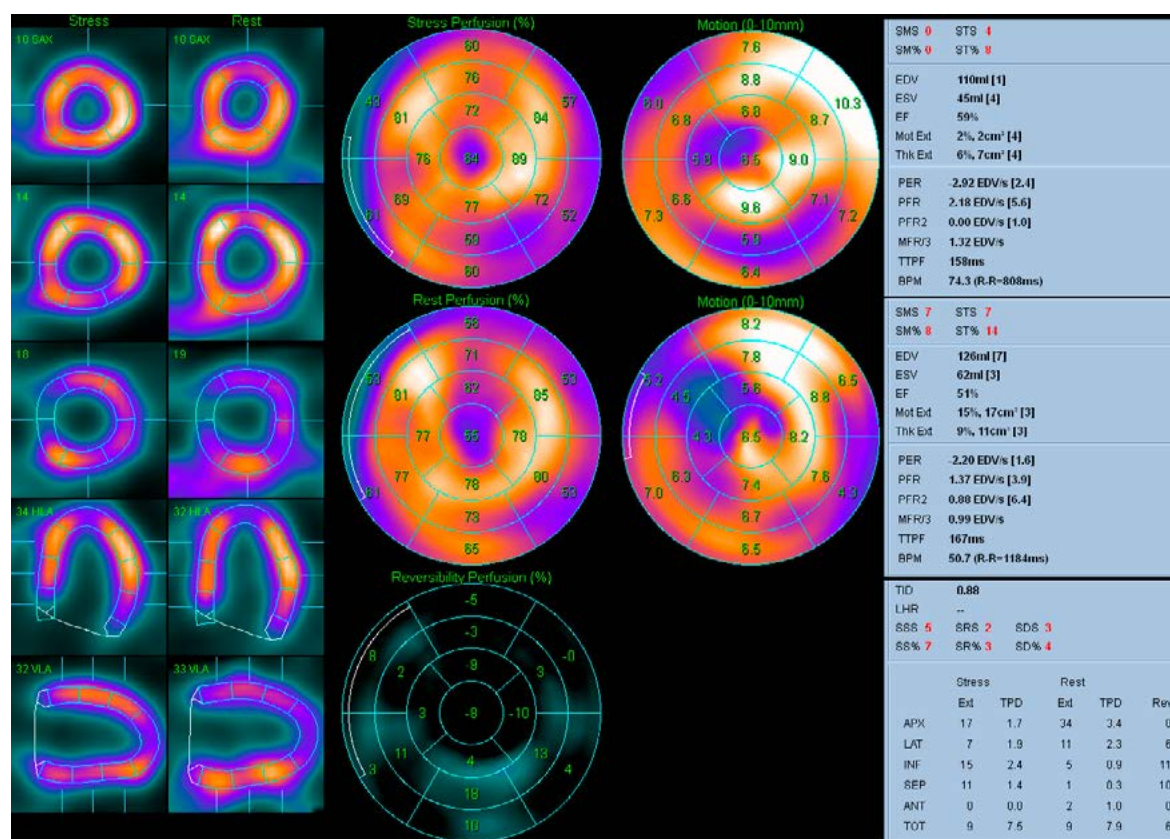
Данные перфузионной ОЭКТ миокарда у пациента 33 лет с СГХС, приведшей 3 года назад к развитию ОКСбпST, с последующим выполнением ЧКВ, стентированием ОА, ИМА. Основной диагноз – ИБС, стенокардия напряжения 2 ФК, ПИКС. Нагрузочная проба не доведена до диагностических критериев, прекращена на уровне 225 Вт, ТФН высокая. По данным ОЭКТ миокарда – интрамуральный ПИКС в бассейне ОА с перифокальной ишемией и зонами улучшения перфузии после нагрузки в бассейне ПНА. ФВ ЛЖ не снижена, однако вероятность повторных ССО у пациента высока.
